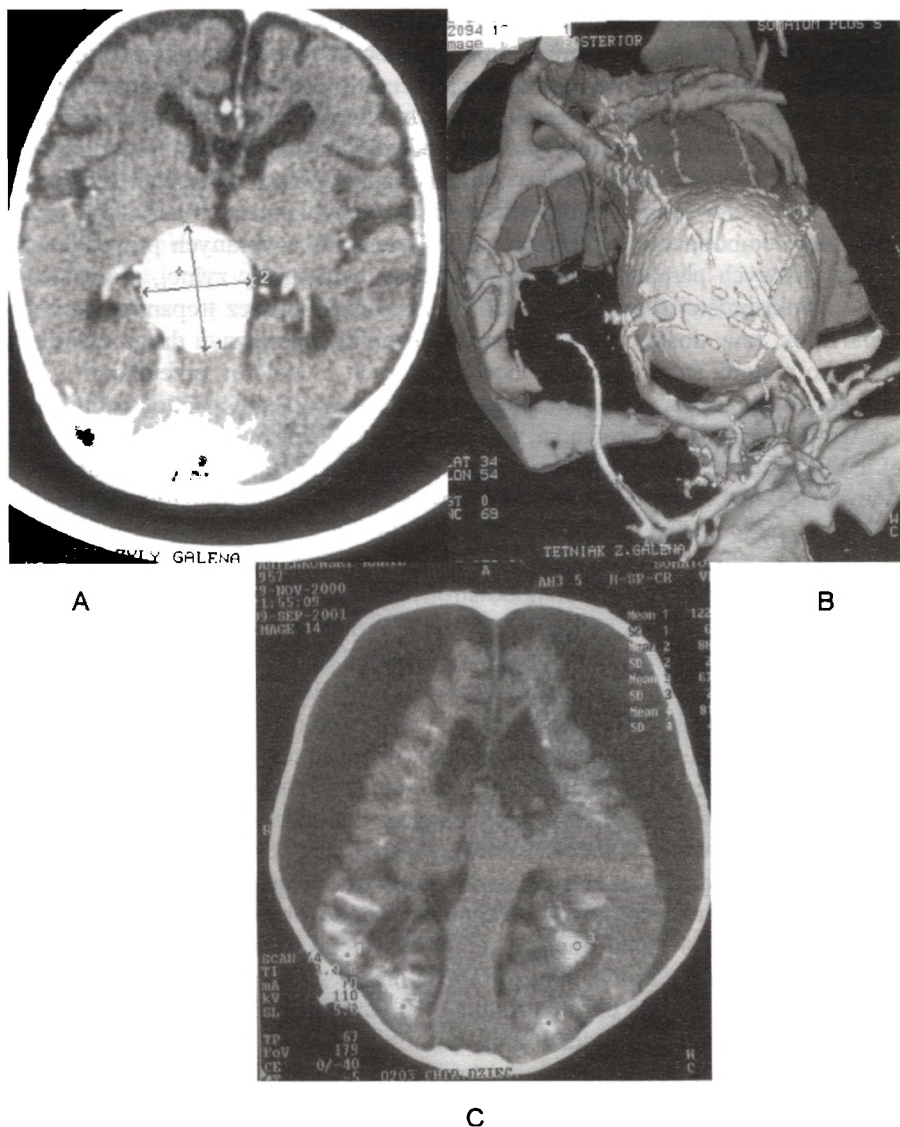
VGAM, typ „ścienny” leczony chirurgicznie u niemowlęcia w wieku 3 miesięcy, z powodu nieskutecznych prób embolizacji. A. Obraz wady w rekonstrukcji 3DCT. B. CT – postępujący w czasie zanik mózgu. C. Stan po operacji – widoczny klips naczyniowy w świetle komory III. Dostęp kombinowany – międzypółkulowy obustronny + transcallosalny
